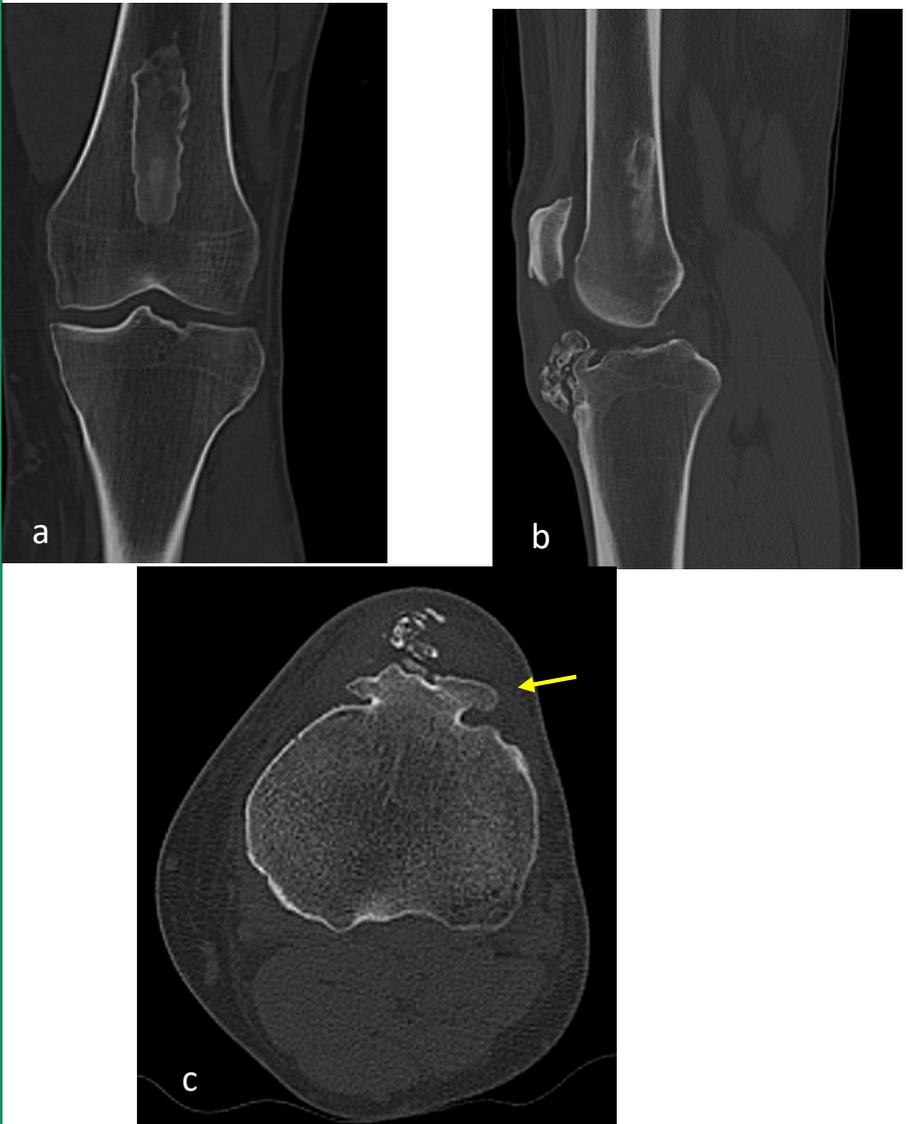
TC. Planos a) coronal b) sagital , c)axial. Lesión exofítica dependiente de la tuberosidad anterior de la tibia, que presenta continuidad cortical y medular del hueso nativo (flecha amarilla), hallazgos característicos de un osteocondroma, además se acompaña de una proliferación de calcificaciones en las partes blandas (Tendón rotuliano)
